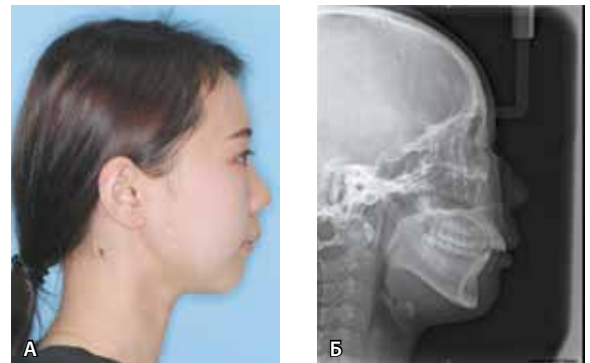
Фото лица пациентки 4.2.1 в профиль (А) и телерентгенография черепа в боковой проекции (Б) до лечения
